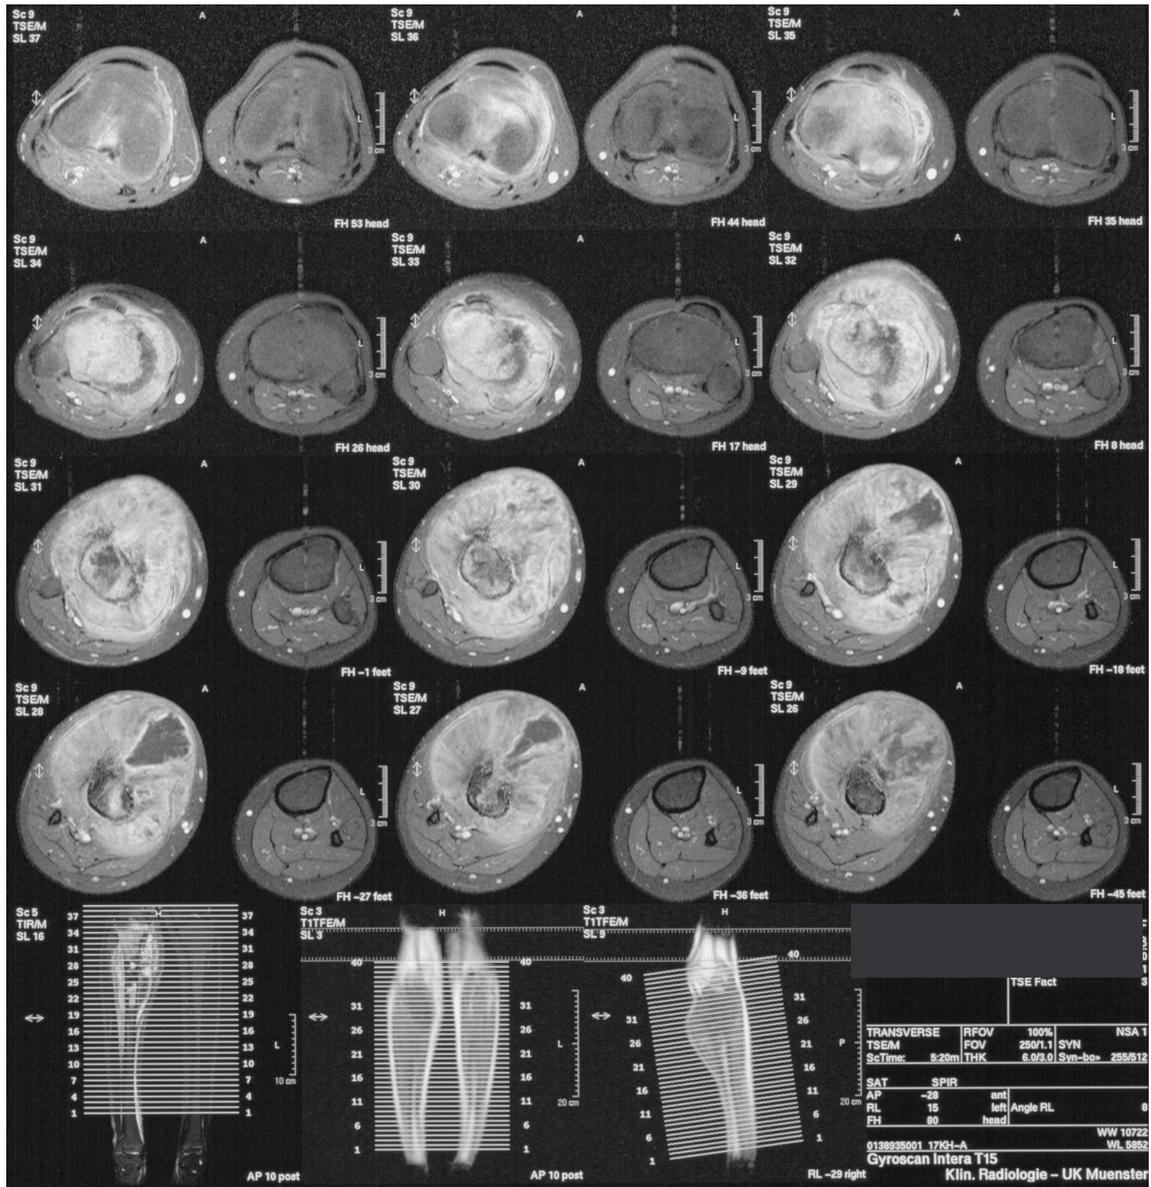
Magnetresonanztomographie axial eines Osteosarkoms rechte proximale Tibia bei einem 16 Jahre alten Jungen
